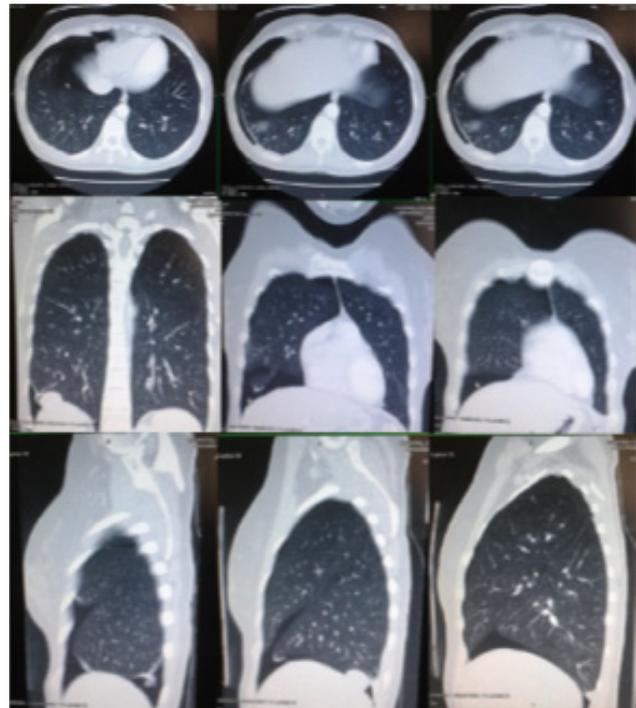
TAC toraco-abdomino-pélvico: Neumotórax derecho de predominio basal y medial. Cortes axiales. Cortes coronales. Cortes sagitales.
